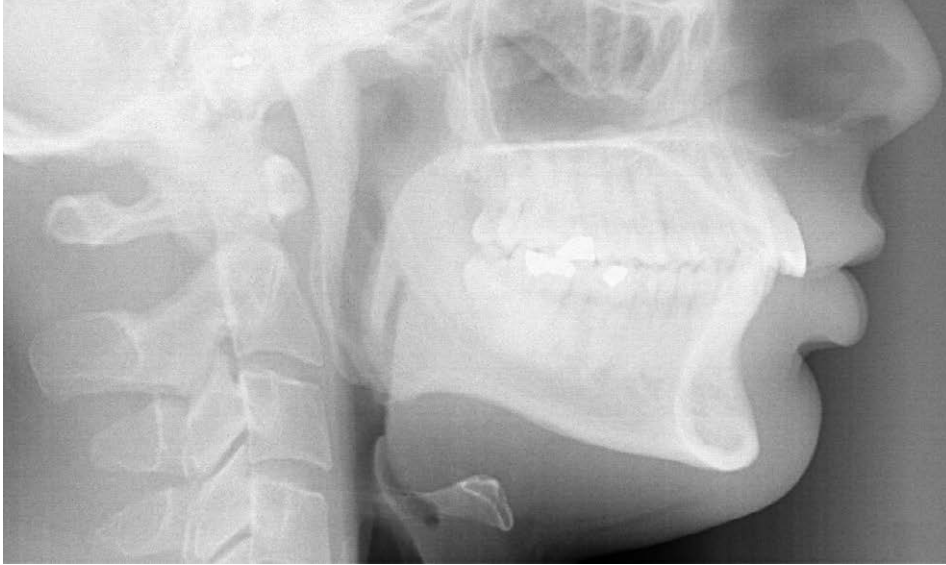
Teleradiografia in proiezione latero-laterale. Si noti il profilo dei tessuti molli labiali, tipico di una potente muscolatura periorale.
